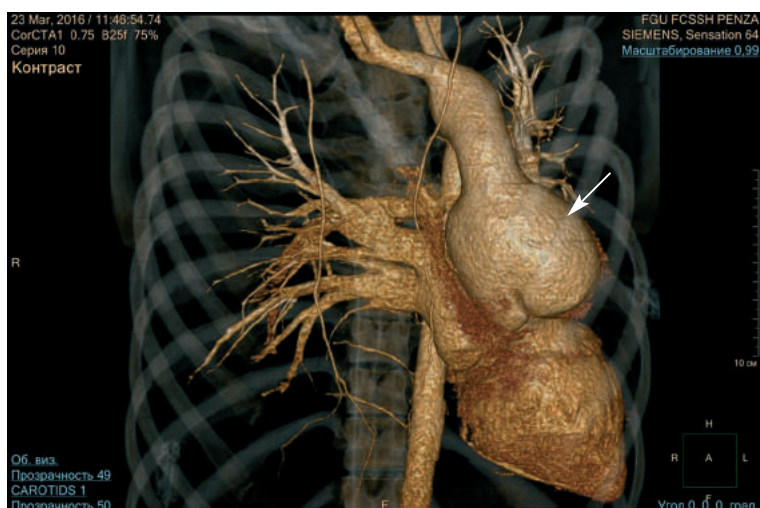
Компьютерная томография органов грудной клетки с контрастным усилением (прямая проекция). Сердце расположено в левой половине грудной клетки. Стрелкой указана аневризма восходящего отдела аорты
